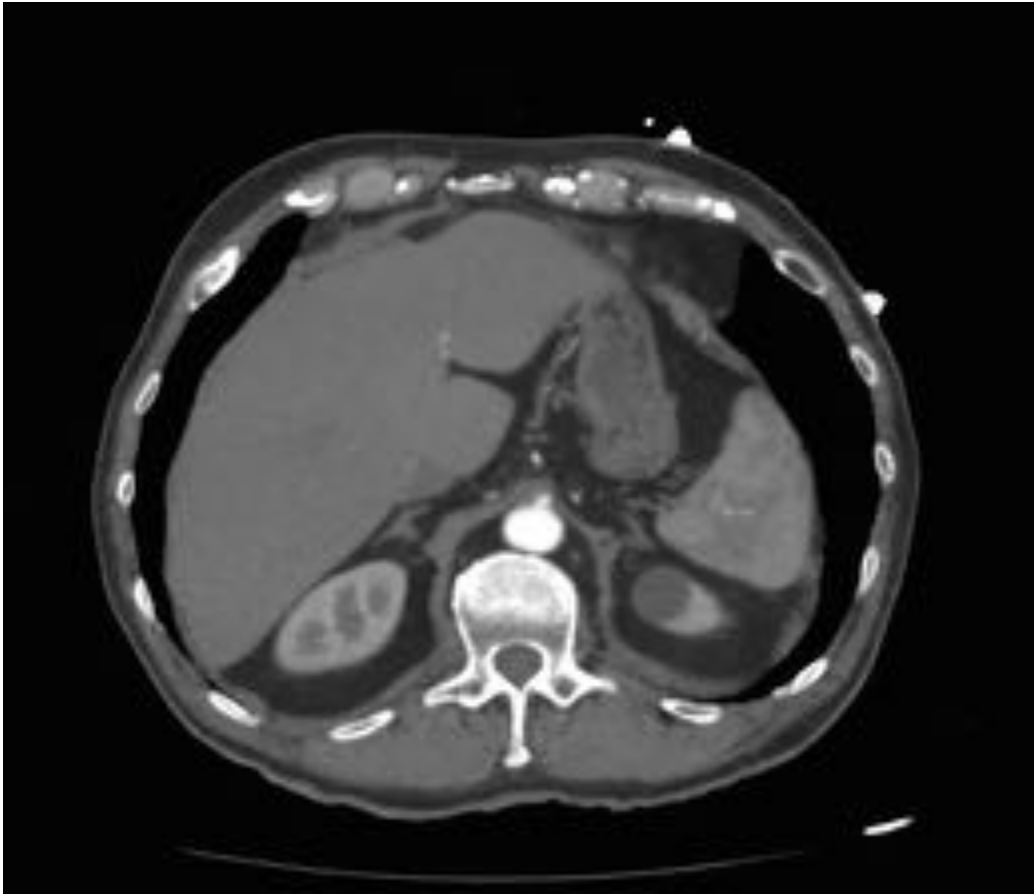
Signo del moño y la mantilla. Corte axial de TC con CIV en fase arterial que muestra en un mismo corte el tronco celiaco comprimido entre la aorta abdominal posteriormente y el ligamento arcuato anteriormente , de manera que este último rodeanda a aorta y tronco.
